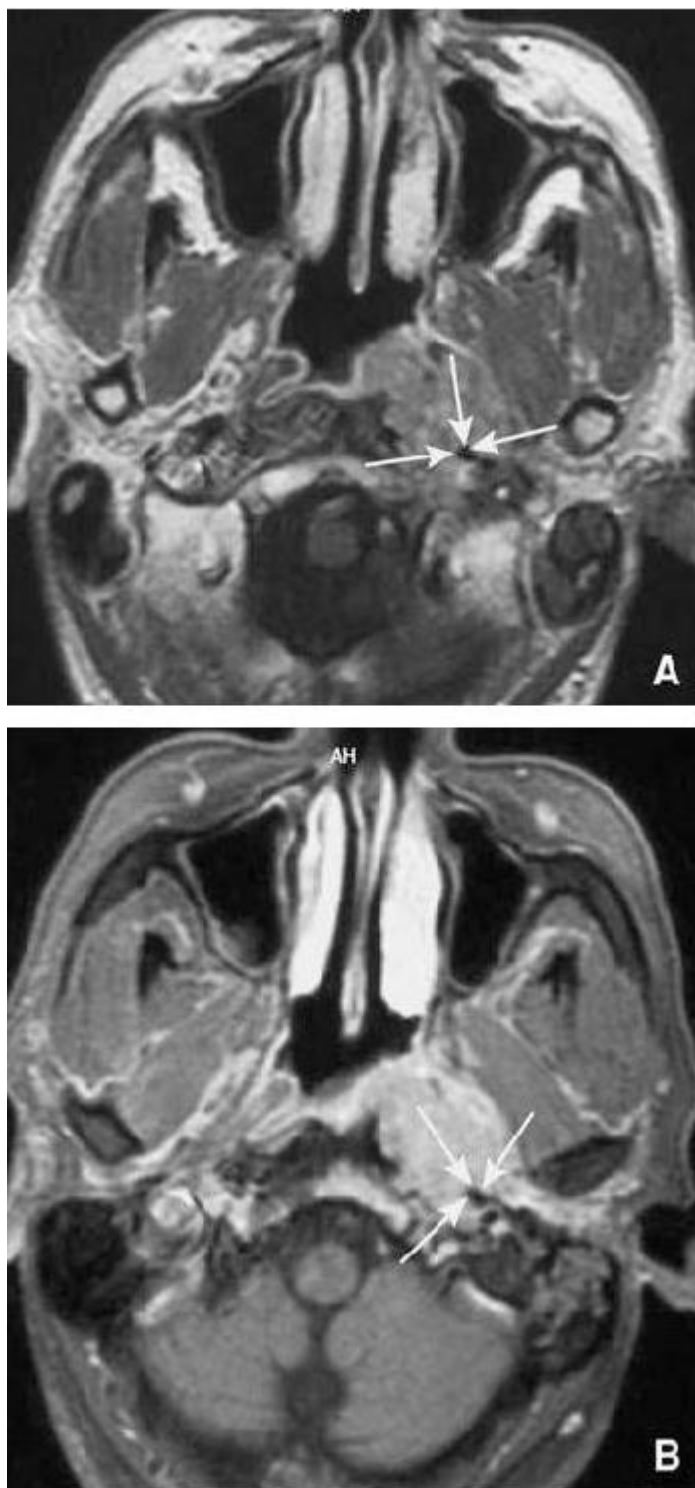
IRM, coupe axiales en SE T1 après injection de gadolinium sans (A) et avec saturation de la graisse (B). Patient présentant une tumeur du nasopharynx envahissant les espaces pré et rétrostyliens ainsi que l'espace rétropharyngé du côté gauche. Noter l'engrainement de la carotide gauche (flèches) [70].
